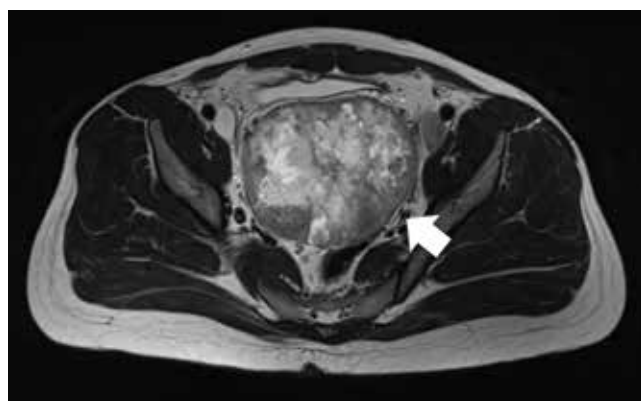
МРТ-сканы от 12.09.2022
